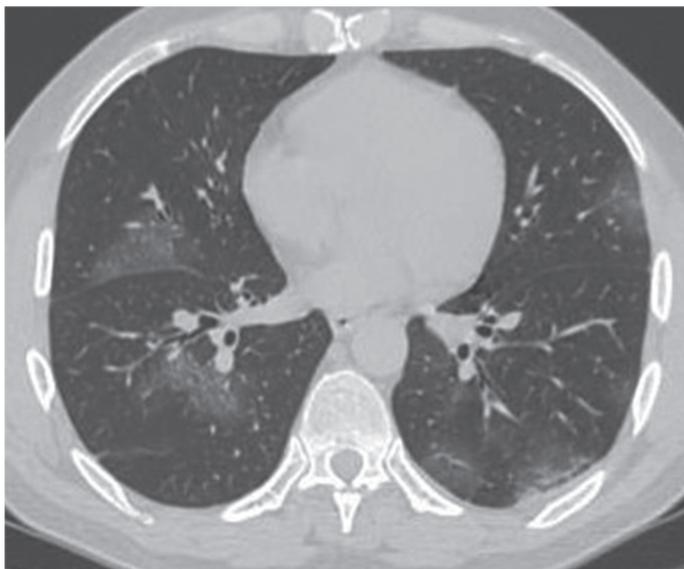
Мультиспиральная компьютерная томография при поступлении: отмечаются двусторонние периферические изменения легочной ткани по типу «матовое стекло», расположенные преимущественно субплеврально
